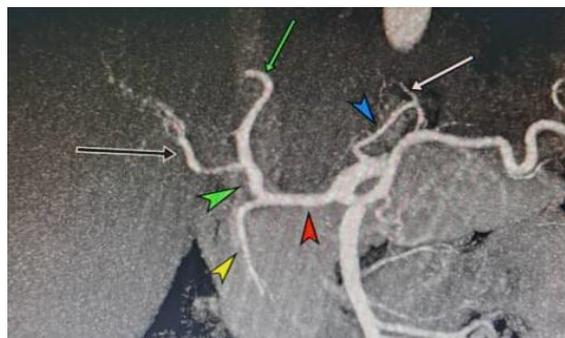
Volume Rendu d'une TDM montrant le type I de Michels, Artère hépatique commune en flèche bleu, Artère hépatique propre en flèche jaune, Branche droite de l'artère hépatique en étoile blanche, Branche gauche de l'artère hépatique en étoile bleu, Artère gastro duodénale en tête de flèche bleu
